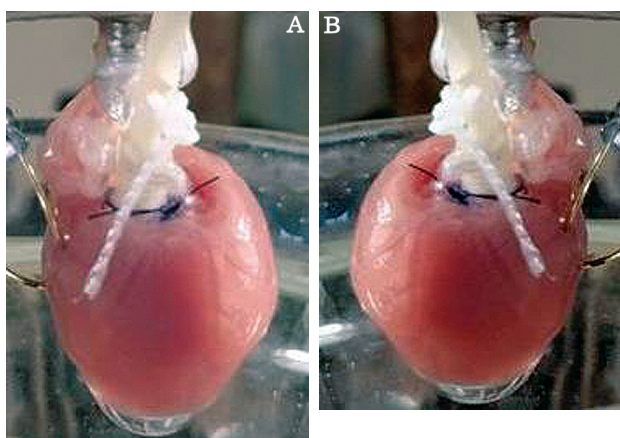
Внешний вид донорского сердца при реперфузии: А – после гипотермической перфузии; В – в контроле
